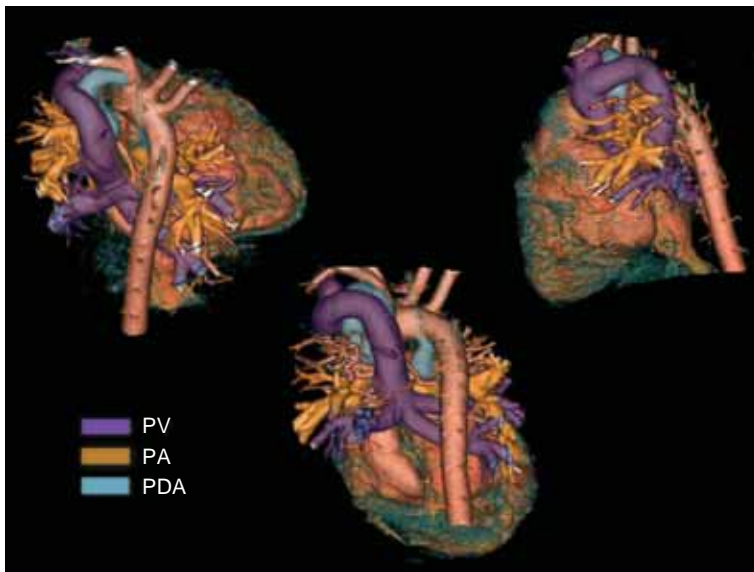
Case 1 (MD-CT findings-volume rendering). Morphology: Dextrocardia, SRV, CA, CAVV, CAVVR, PA, TAPVC (supra-cardiac type), non-confluent PA, bilateral PDA, and RAA. Each pulmonary vein converged to a common chamber, and connected to the posterior side of the SVC. PV: pulmonary vein, PA: pulmonary artery, PDA: patent ductus arteriosus, SRV: single right ventricle, CA: common atrium, CAVV: common atrioventricular valve, CAVVR: CAVV regurgitation, TAPVC: total anomalous pulmonary venous connection, RAA: right aortic arch, SVC: superior vena cava
